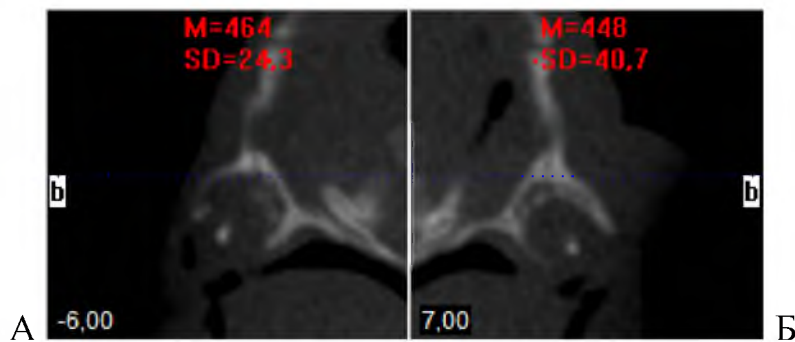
Щільність правої (А) і лівої (Б) носових кісток новонародженого. Томограма. Сагітальні зрізи
